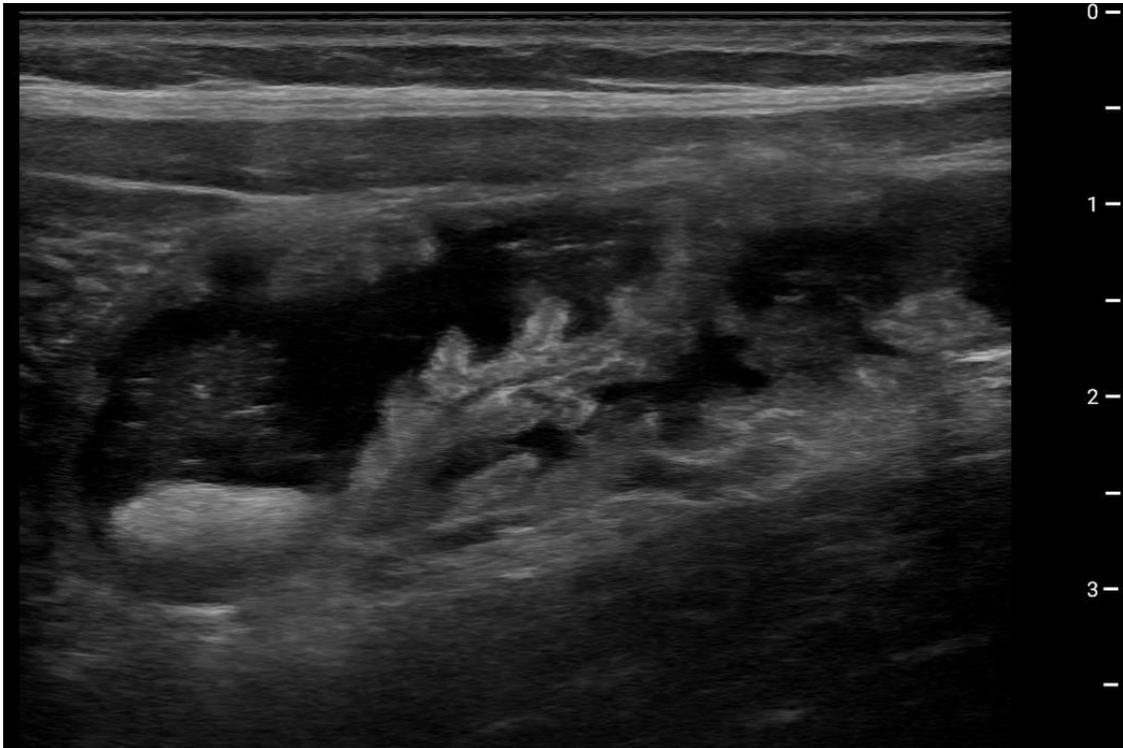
Aspect échographique physiologique de l'intestin grêle (jéjunum).
